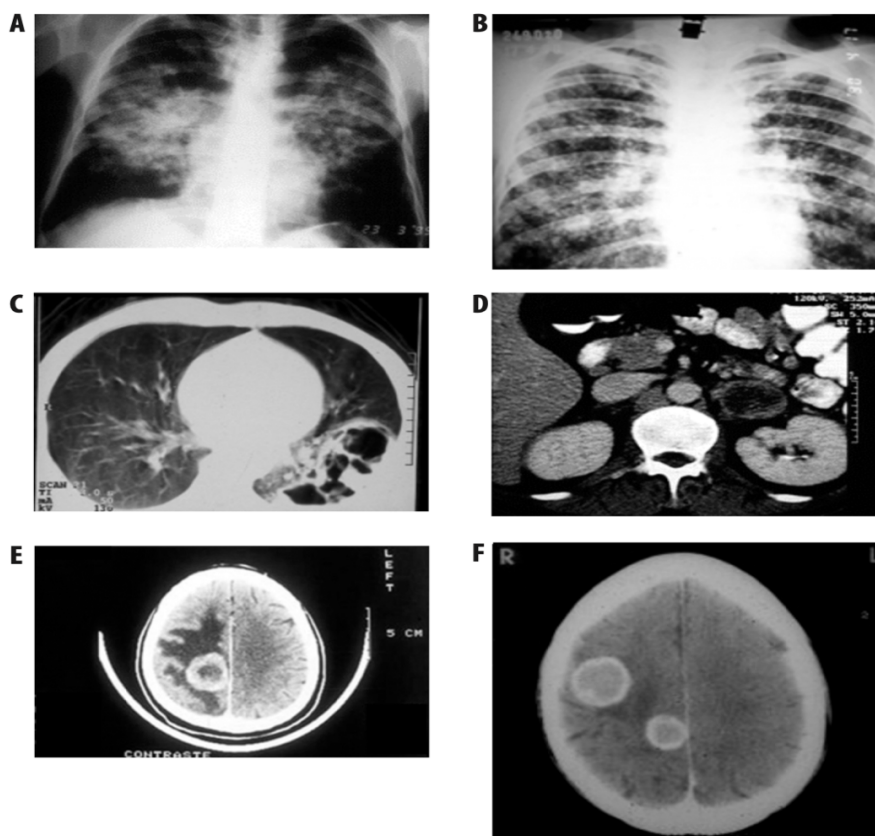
Imagens na paracoccidioidomicose (A) Radiografia convencional mostrando imagem em "asa de borboleta" com envolvimento pulmonar bilateral, para-hilar e simétrico, predominando lesões alveolares e poupando os ápices e os terços inferiores; característica sugestiva de PCM, embora menos comum. (B) Opacidades nodulares e micronodulares difusas e simétricas. (C) Tomografia computadorizada dos pulmões revelando múltiplas cavitações subpleurais. As lesões pulmonares também podem ser intersticiais do tipo reticular fino ou grosseiro, reticulonodulares e, menos frequentemente, do tipo tumoral. (D) Aumento bilateral das glândulas adrenais. (E e F) Imagens do sistema nervoso central apresentando áreas
